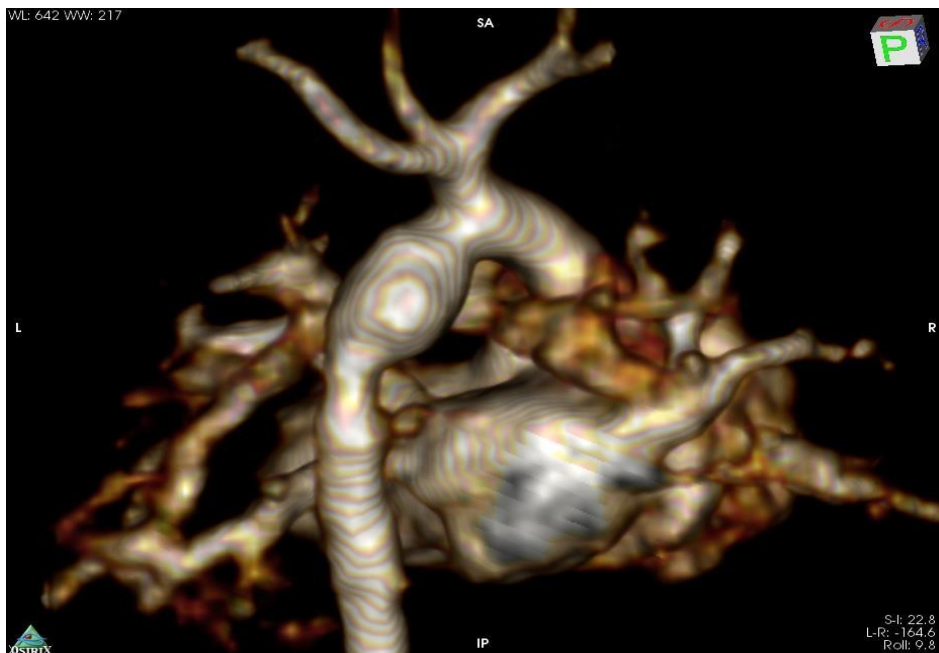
Die posteriore Ansicht der 3D- kardialen MRT-Rekonstruktionen des Aortenbogens ein Jahr nach Korrekturoperation.
